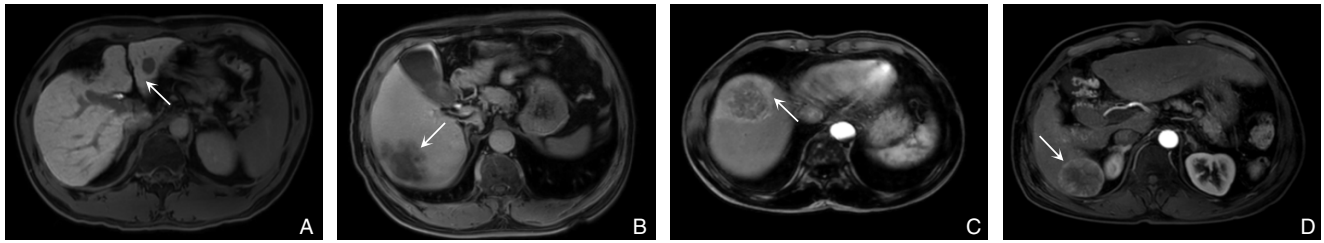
EOB-MRI影像学特征 A: 结节型肿瘤; B: 非结节型肿瘤; C: 动脉期瘤周强化; D: 动脉期瘤周高信号环
